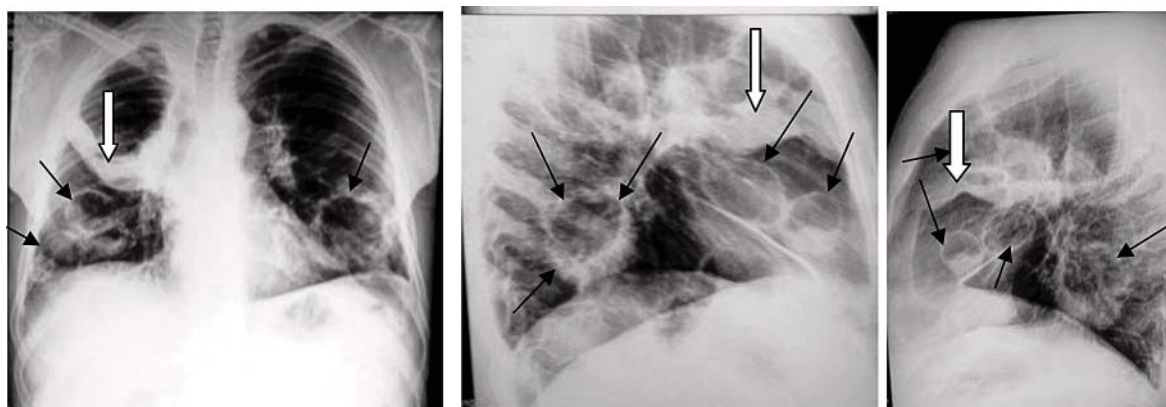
Radiografia cutiei toracice în incidență posteroanterioară, laterală dreaptă și stângă efectuată la 6 luni de la debutul bolii determină arii de condensare pulmonară în câmpul pulmonar superior pe dreapta (săgeți albe) și multiple opacități inelare răspândite difuz în ambii plămâni, datorate cavităților restante (săgeți negre), îngroșarea pleurei interlobare bilateral
